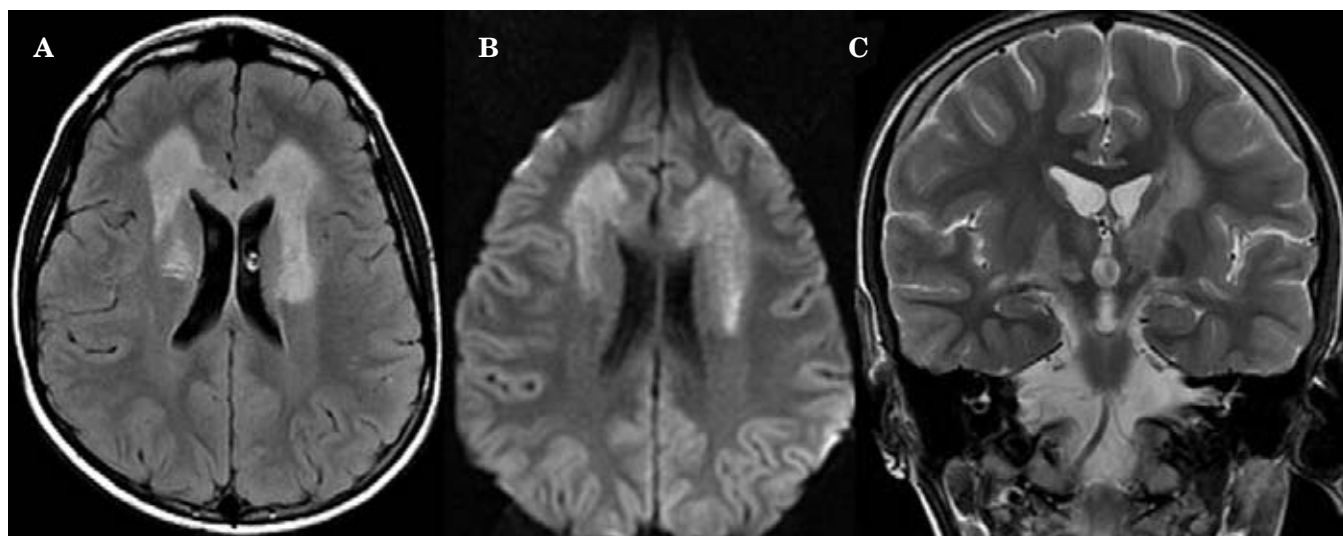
A y B, RM en secuencias Flair y difusión en plano axial; se muestra la desmielinización de la sustancia blanca profunda frontal periventricular, bilateral, simétrica y confluyente con alteración de las astas anteriores de ambos ventrículos laterales. C, RM en plano coronal, secuencia T2 hay una zona de desmielinización en la pared lateral derecha del tercer ventrículo.
